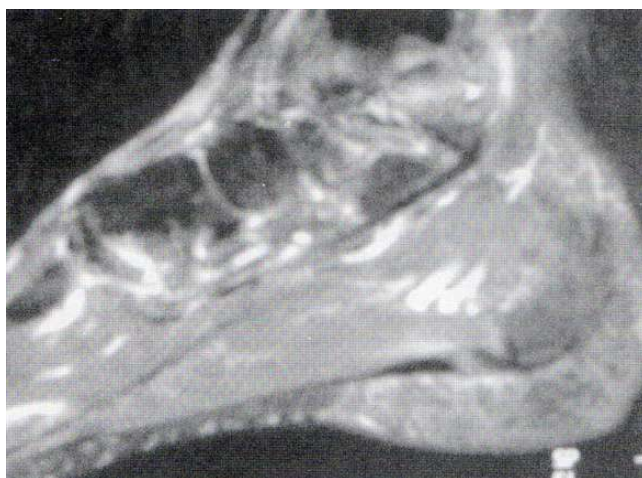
Paziente maschio di 42 aa affetto da spondilite anchilosante in fase iniziale. Entesite della fascia plantare; immagine RM T2 pesata.
